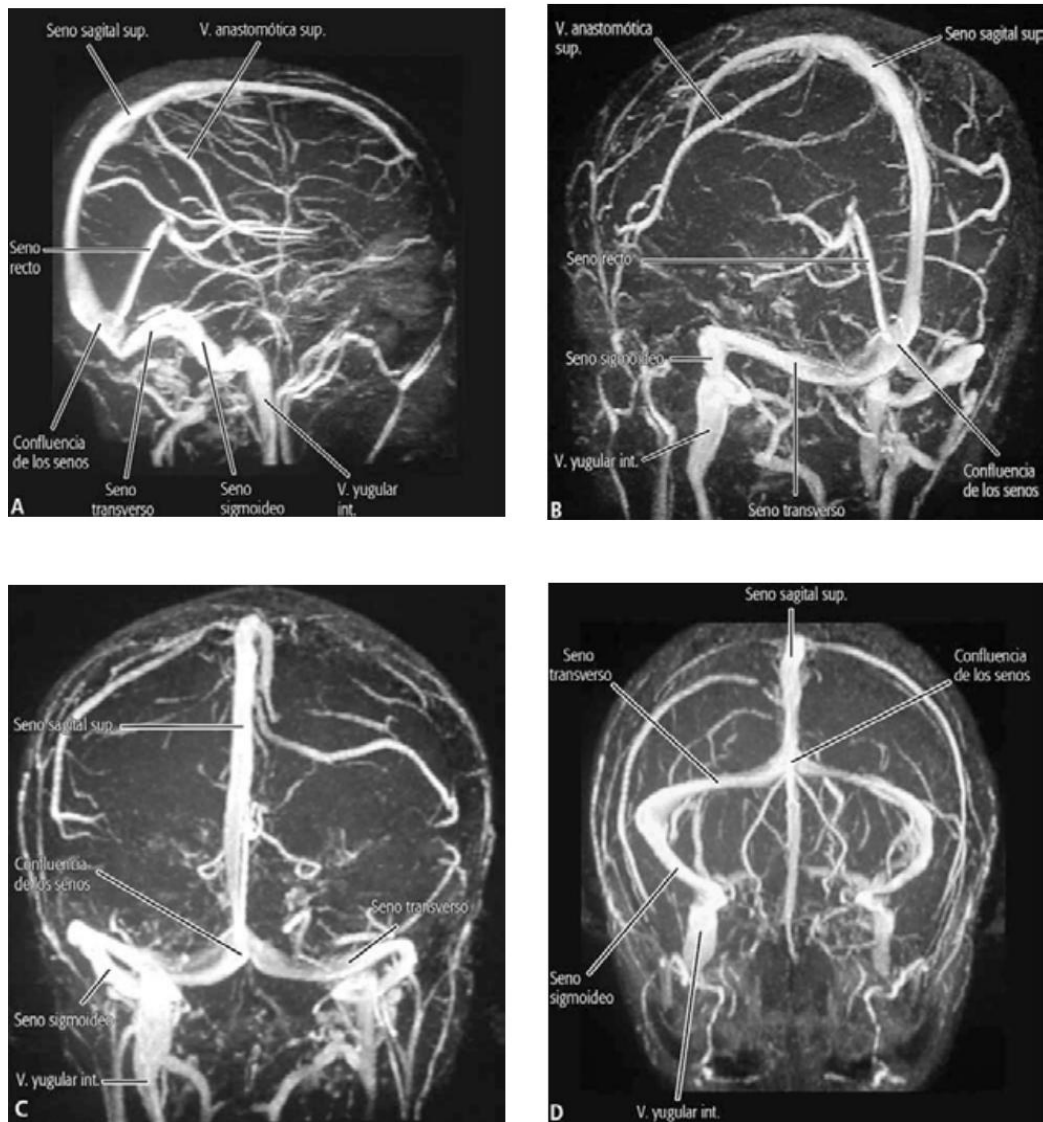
Angiorresonancia de vasos intracraniales. Se visualiza el sistema venoso encefálico; A. Vista lateral derecha; B. Vista oblicua posteroizquierda; C. Vista anterior; D. Vista oblicua anterosuperior.
